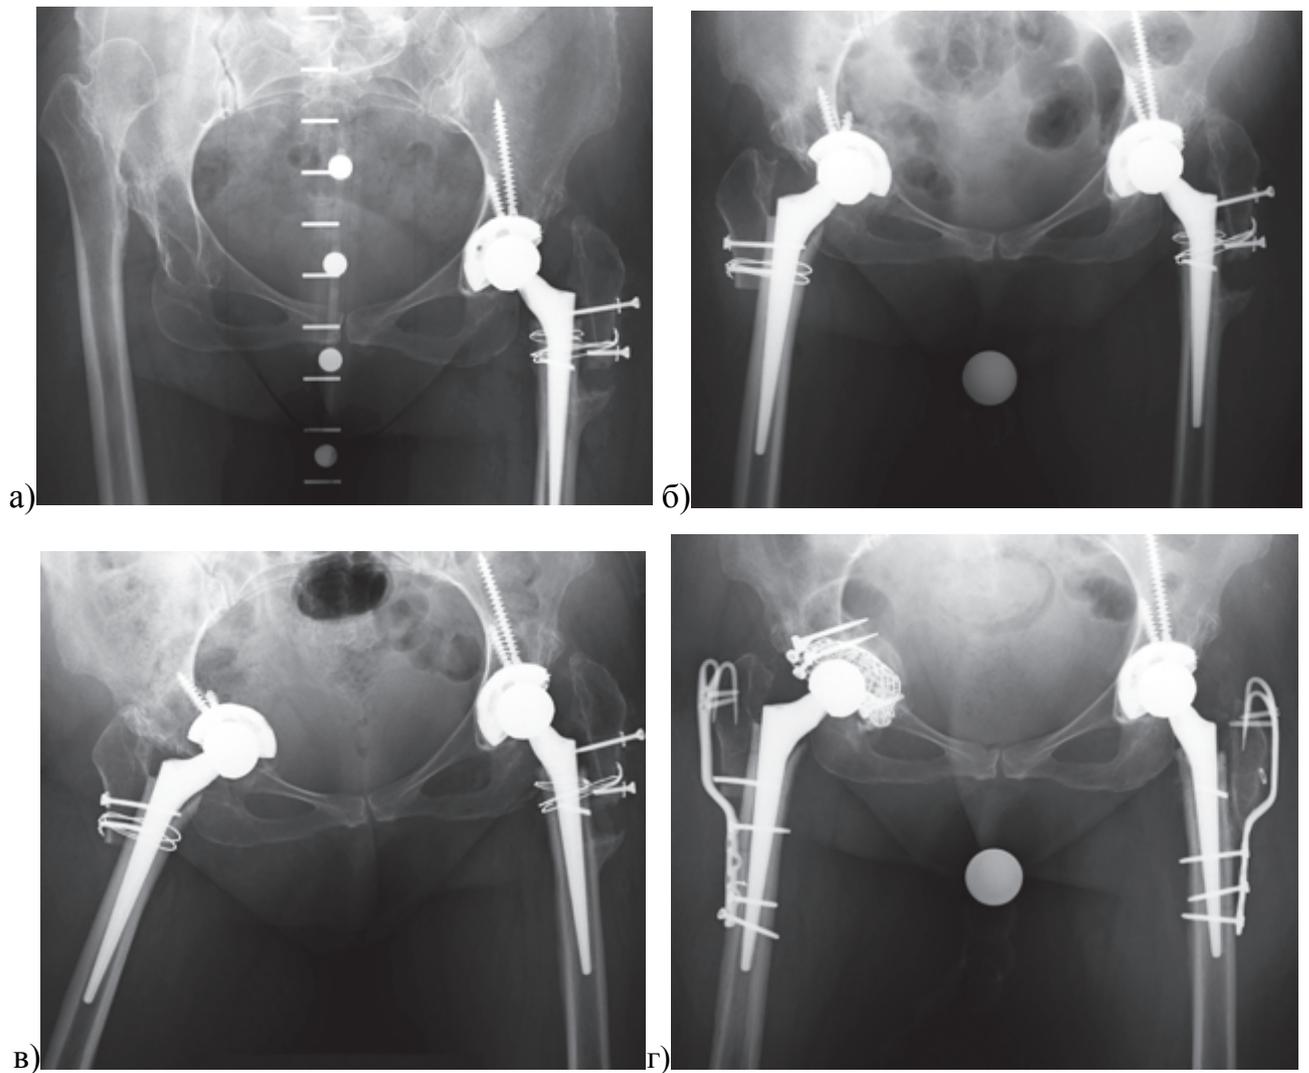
Рентгенограммы пациентки с двухсторонним высоким вывихом бедра (тип C2 по Hartofilakidis): а) слева годом ранее была выполнена операция Paavilainen; б) во время эндопротезирования правого тазобедренного сустава при подготовке вертлужной впадины возник дефект медиальной стенки – чашка была установлена с медиальной протрузией и фиксирована винтами; в) через неделю после операции при нагружении конечности возникла миграция вертлужного компонента в полость таза; г) при ревизии выполнена импакционная костная пластика вертлужной впадины с защитой дна титановой сеткой, вертел фиксирован вильчатой пластиной
